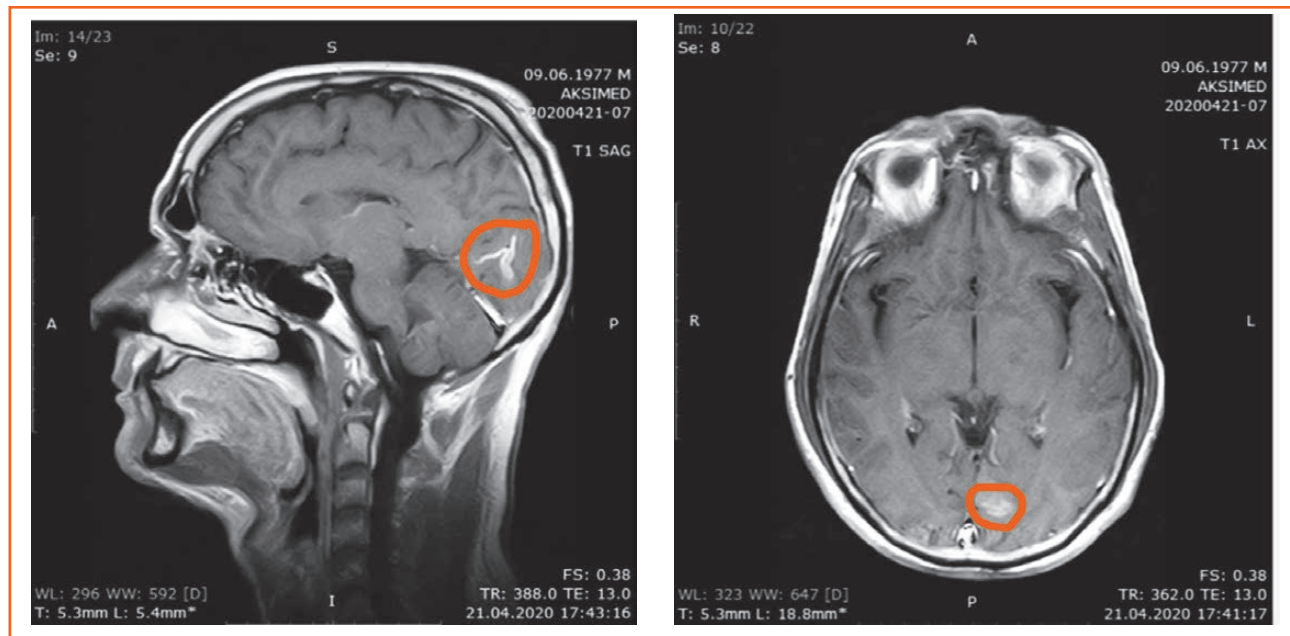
МРТ головного мозку з контрастуванням. На аксіальному і сагітальному зрізах кортикально, в лівій потиличній ділянці візуалізується зона невираженого накопичення контрасту, розмірами 12×14 мм, з наявністю на цьому рівні додатково звивистої судинної структури, виконаної контрастом, прилеглої до стінки прямого синуса
